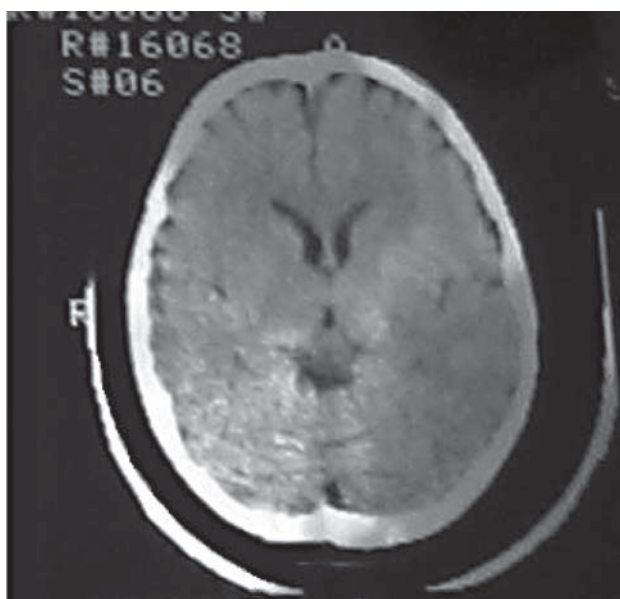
КТ головного мозга пациента С.А., мальчик, 8 лет. Кортикальная атрофия с легкой вентрикуломегалией, больше справа.
